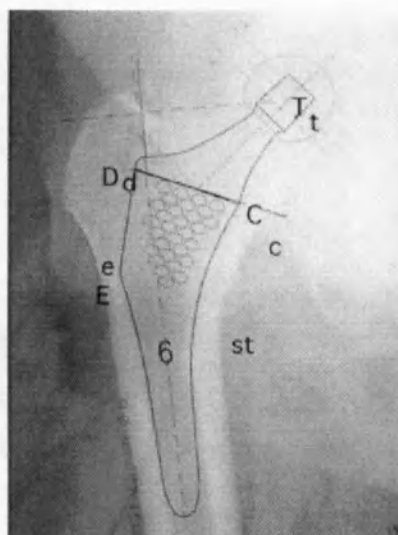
Рентгеновский снимок с шаблоном
